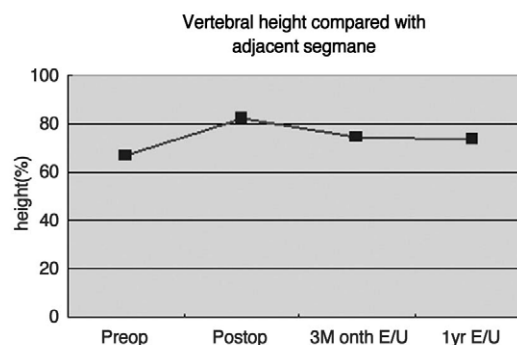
Anterior vertebral body height measurement was obtained from lateral radiographs for fractured and adjacent unfractured control vertebrae. Mean vertebral height was significantly higher than preoperative ($P<0.05$) but regained height was insignificantly lost ($P>0.05$) at postoperative interval.
